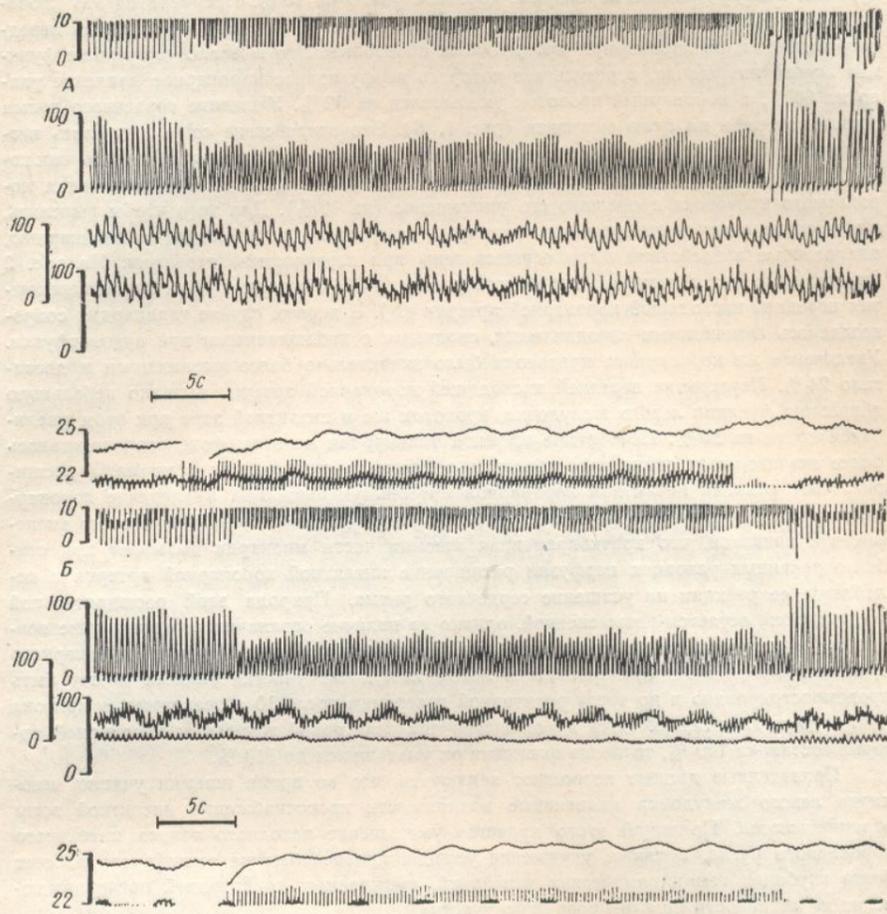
Влияние учащения сердечного ритма на скорость притока в огибающую коронарную артерию до (А) и во время (Б) прекращения притока в нисходящую коронарную артерию (опыт с перекрестной перфузией).
